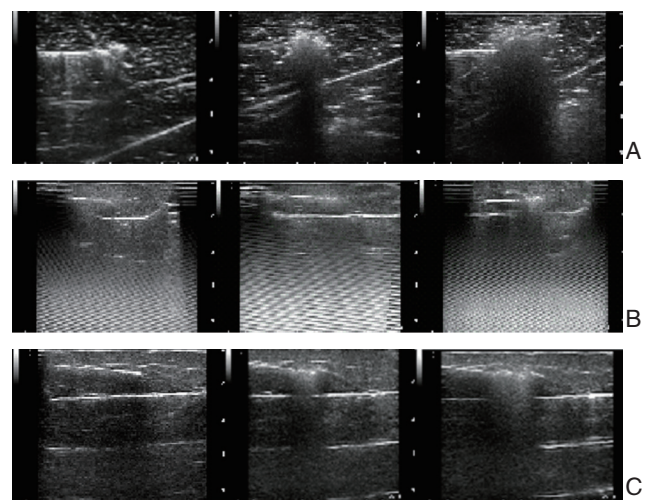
实时超声观察 A: MWA; B: RFA; C: LA
